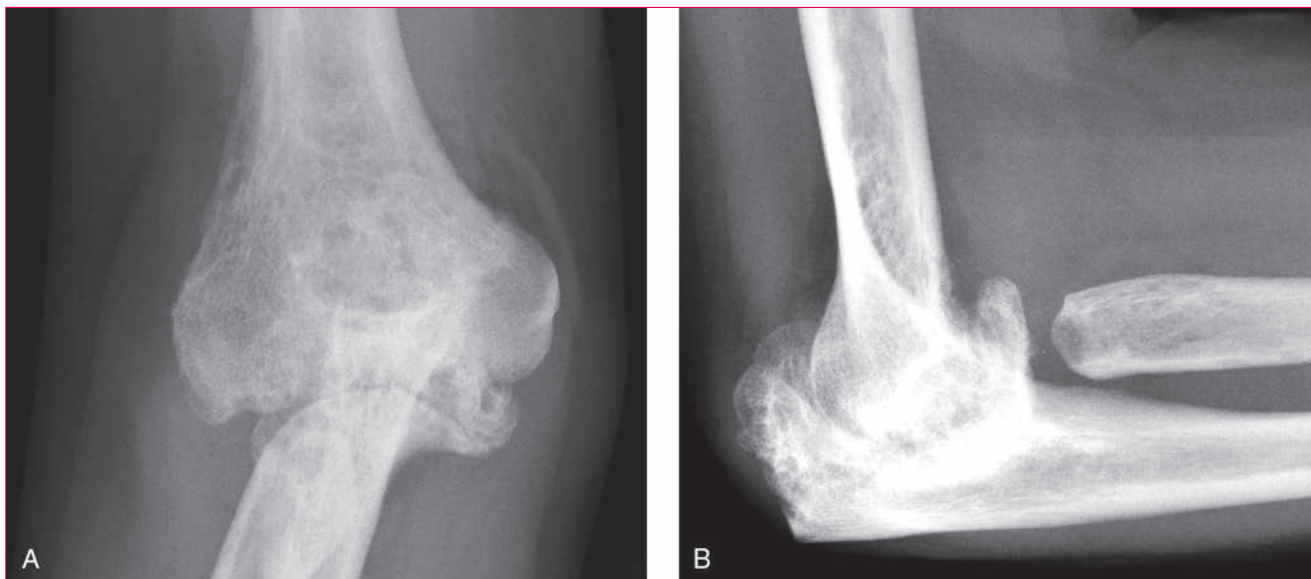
Radiografías anteroposterior (A) y lateral (B) de un codo con artritis reumatoide en fase 5 de Larsen.
